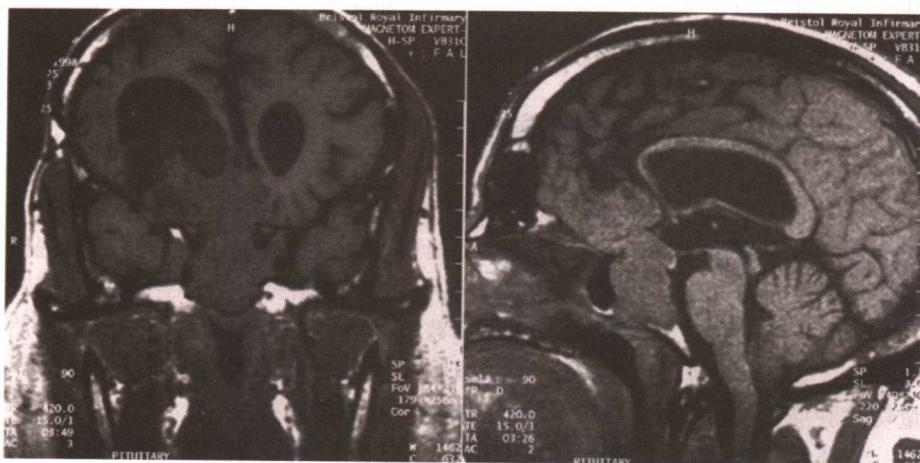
肢端肥大症患者的冠状和矢状 MRI，肿瘤向前扩展。手术和放射治疗防止了肿瘤进展。术后五年的 MRI 显示患者情况良好
